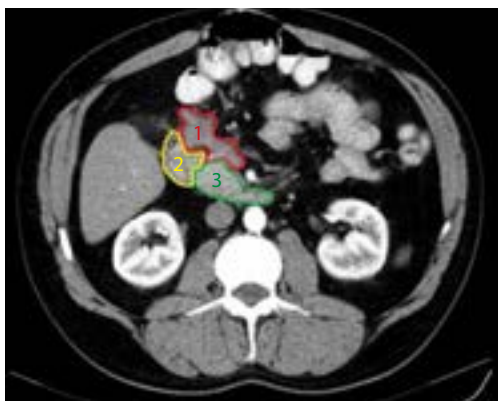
Компьютерная томография после лечения. 1 – опухоль; 2 – двенадцатиперстная кишка; 3 – поджелудочная железа
